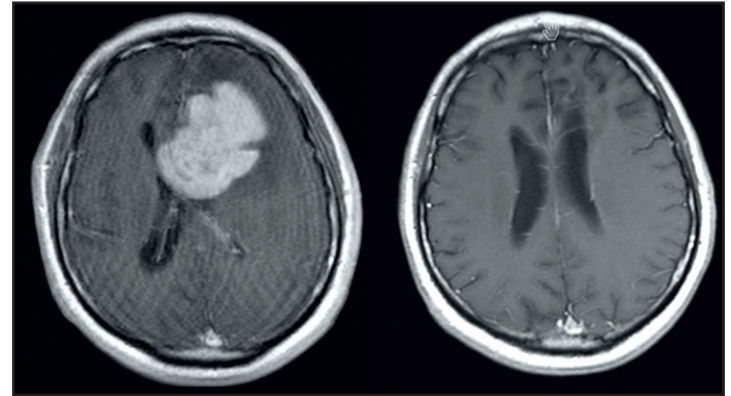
MRT-Aufnahme eines primären ZNS-Lymphoms bei Erstdiagnose (links) und nach vier Zyklen MATRix (rechts)
